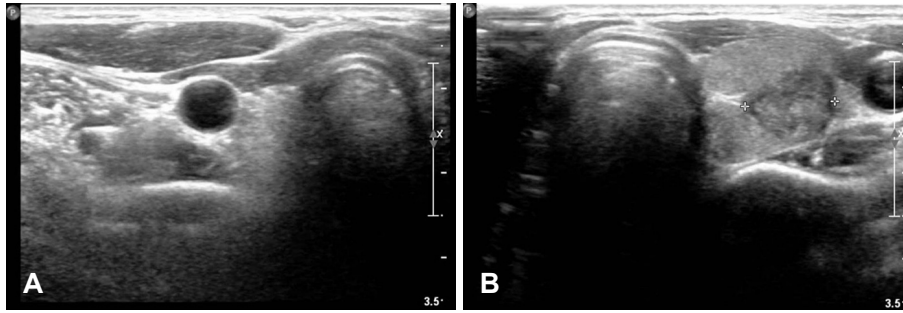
Neck ultrasonography demonstrating the absence of the right thyroid gland (A) and the presence of a hypoechoic nodule (+) in the left lobe of the thyroid gland (B).
